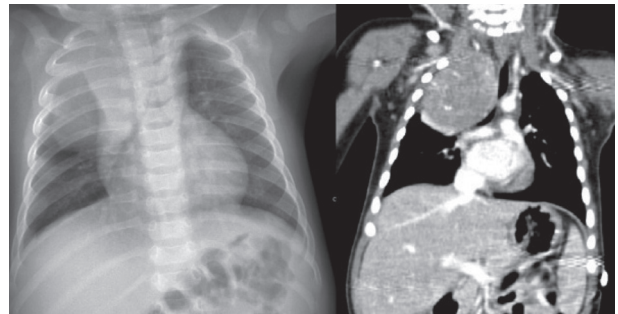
Radiografia do tórax e TC torácica do Caso 1.
